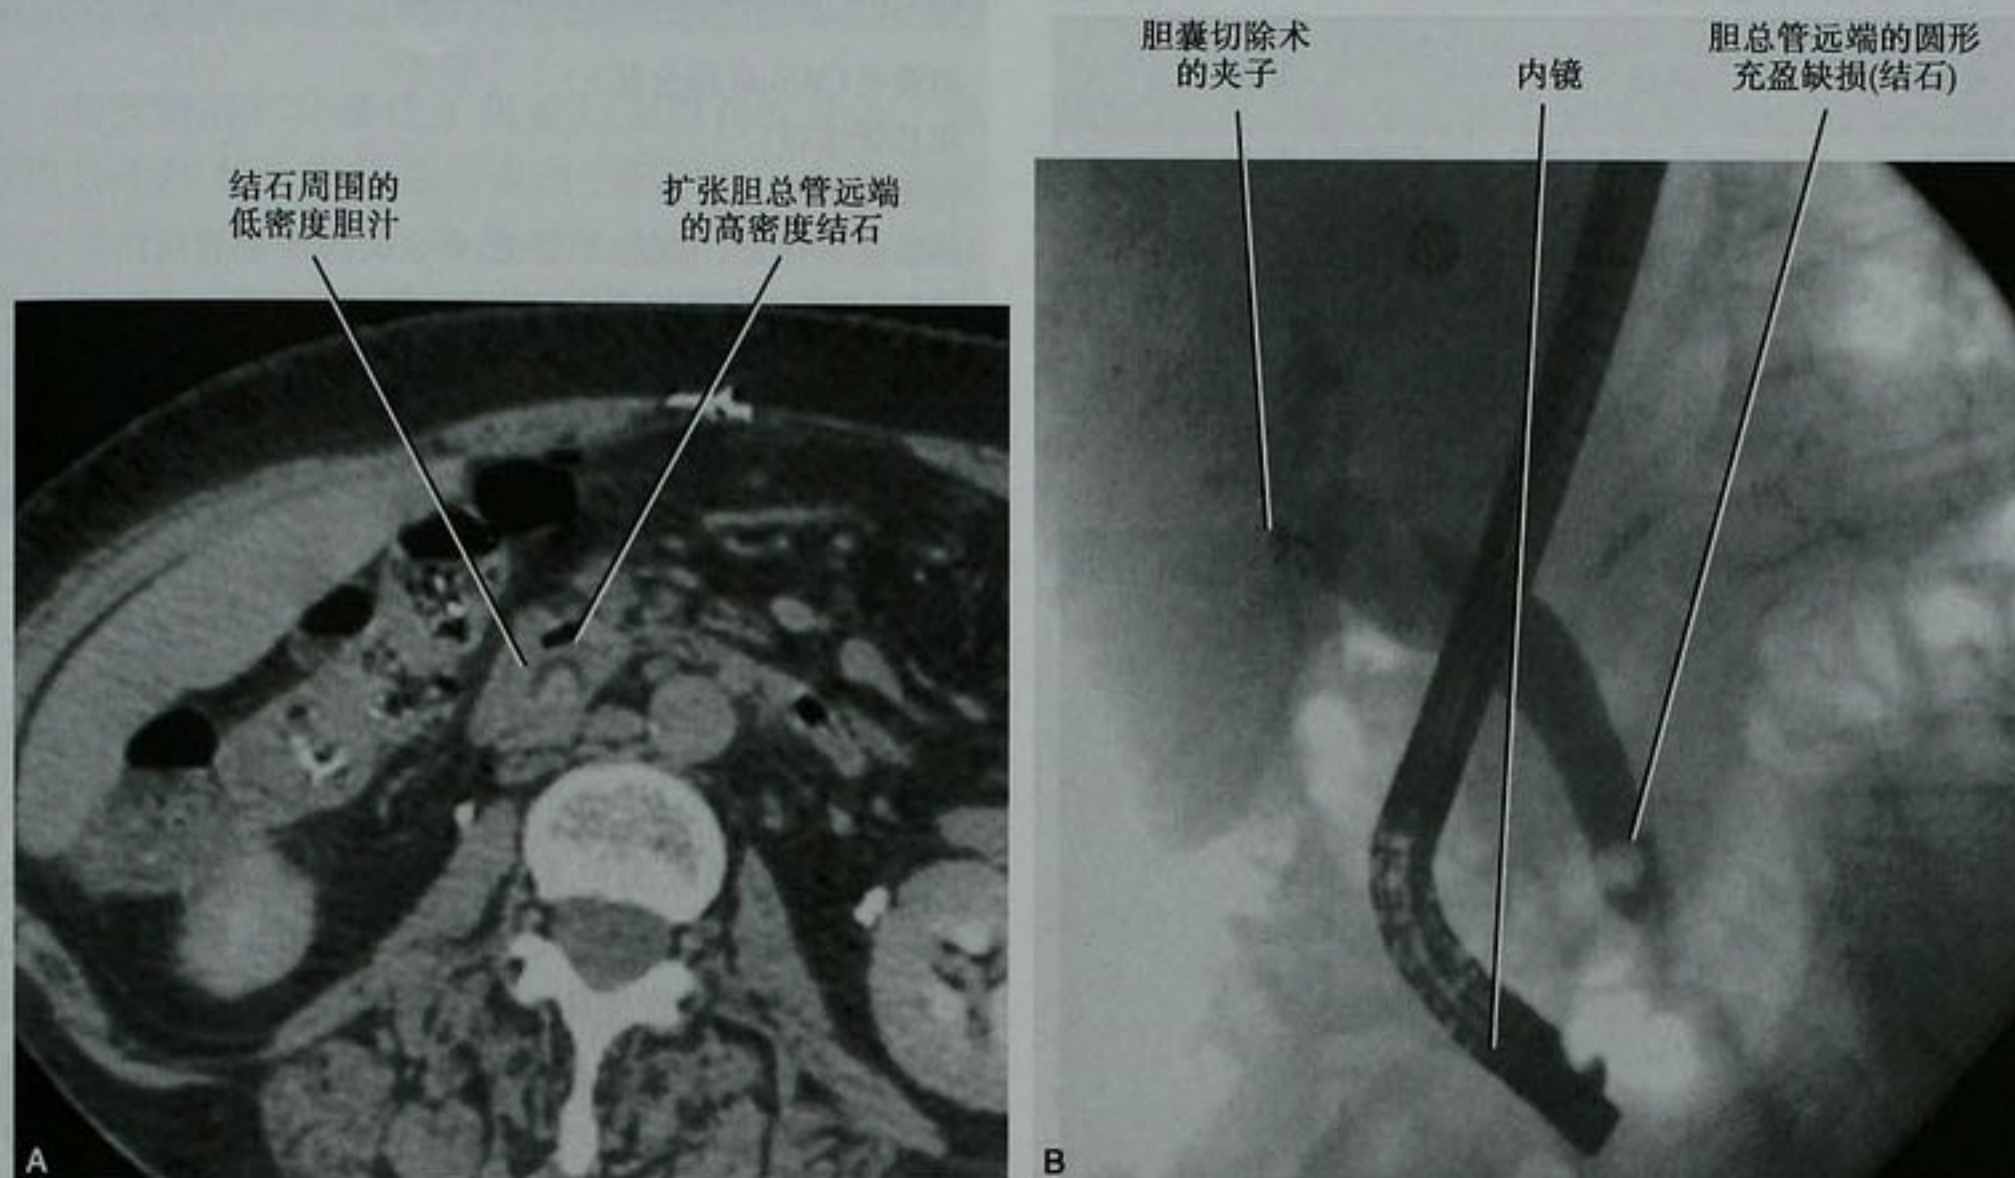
胆囊切除术后胆总管内残留结石患者,横断面 CT(A)和 ERCP(B)的图像
